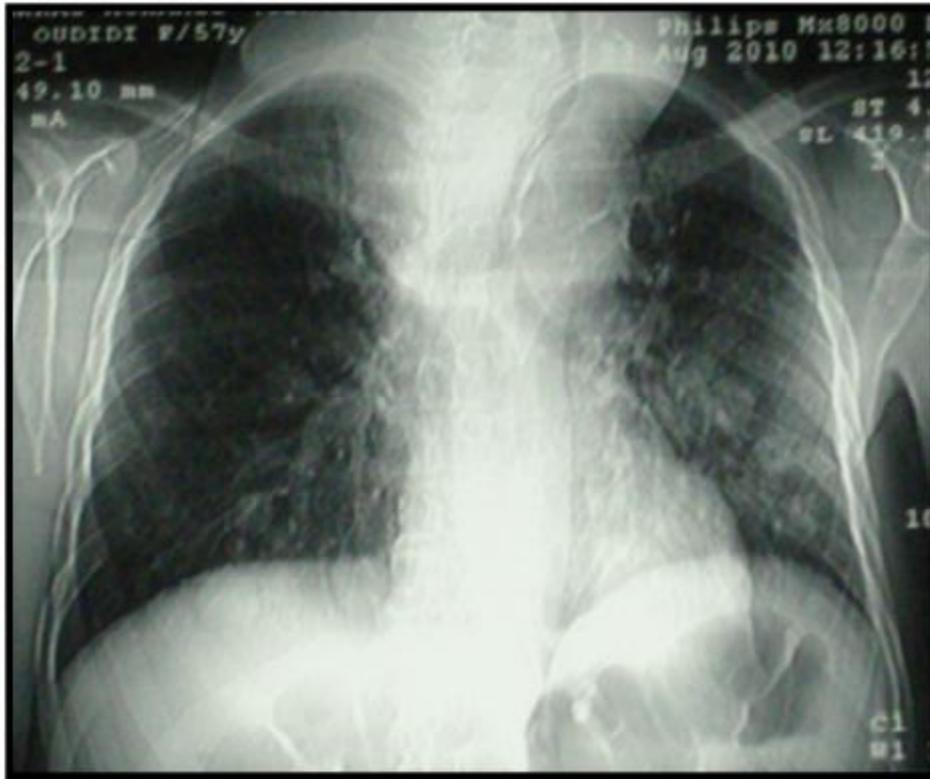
Radiographie thoracique de face : opacité du médiastin supérieur avec déviation et compression trachéale.
